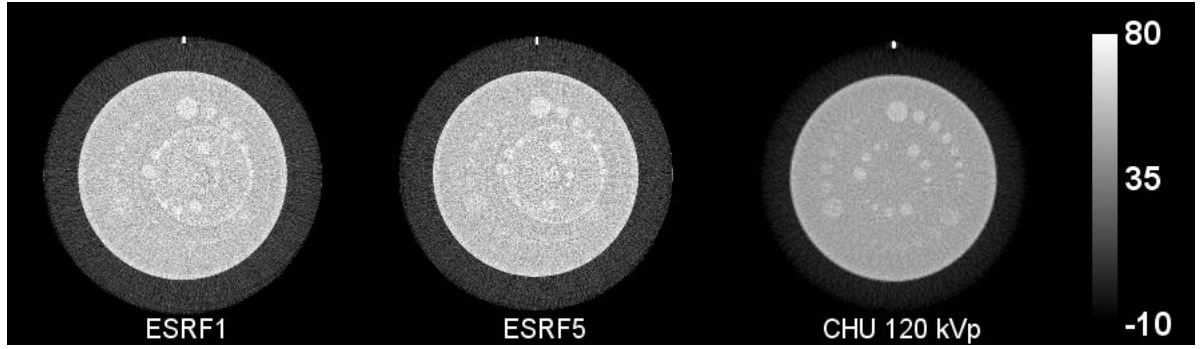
Trois coupes CT axiales du module de bas contraste pour les trois acquisitions $ESRF_1$, $ESRF_5$ et CHU_{120kVp} . L'échelle de contraste des trois images a été égalisée.
